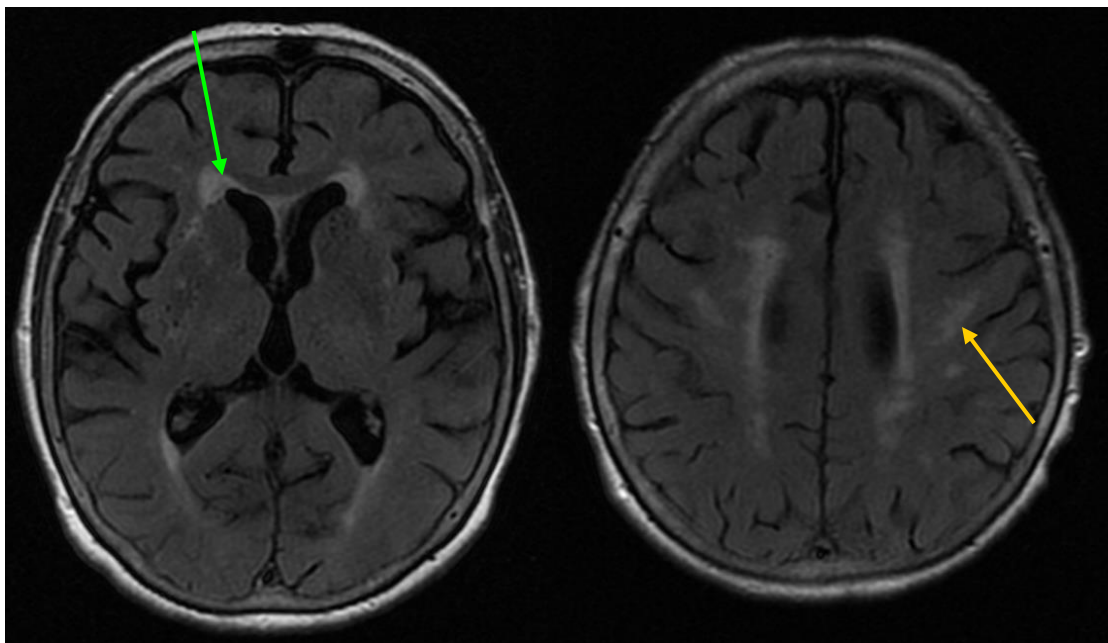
exemple d'IRM cérébrale en séquence FLAIR. La substance blanche pathologique apparaît en hypersignal en région périventriculaire (flèche verte) et profonde (flèche jaune). Score de Fazekas évalué à 5/6.
